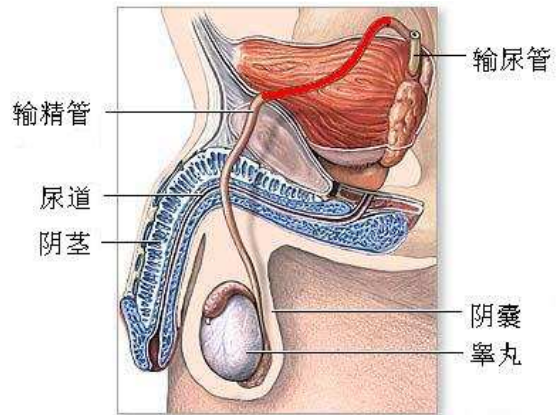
输精管解剖图，红色部分为超声扫查的盲区
